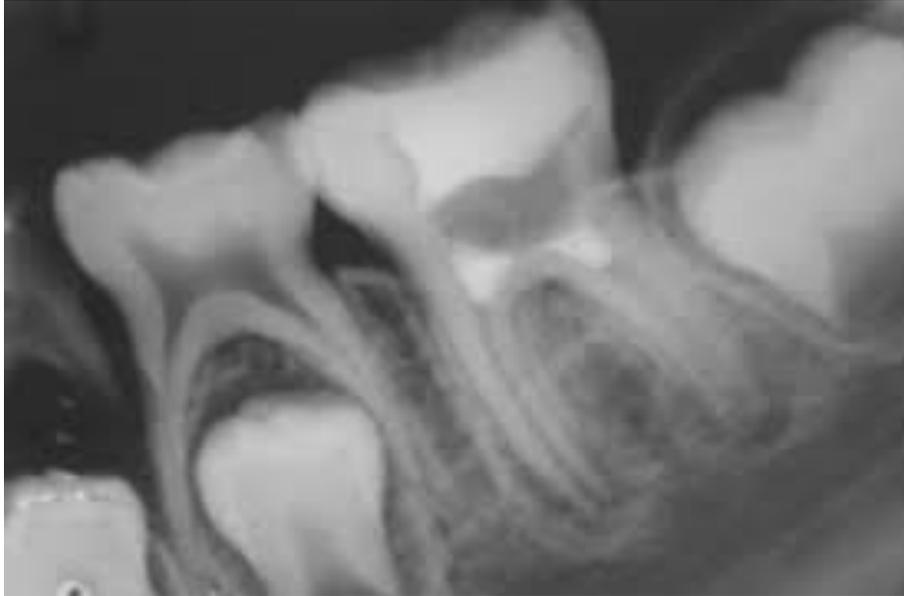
Lesión periapical en un órgano dentario con formación radicular incompleta. Callejas Ospina A, Jaramillo Builes WA. Apexogénesis de un molar inferior permanente joven con MTA. Revista Nacional de Odontología. 2013
